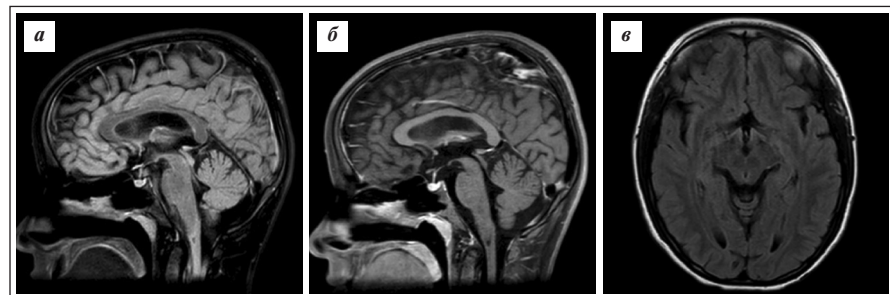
МРТ-изображения головного мозга пациента А. через 18 мес после ТГСК, март 2024 г. Признаки активности ЗСОНМ отсутствуют.
